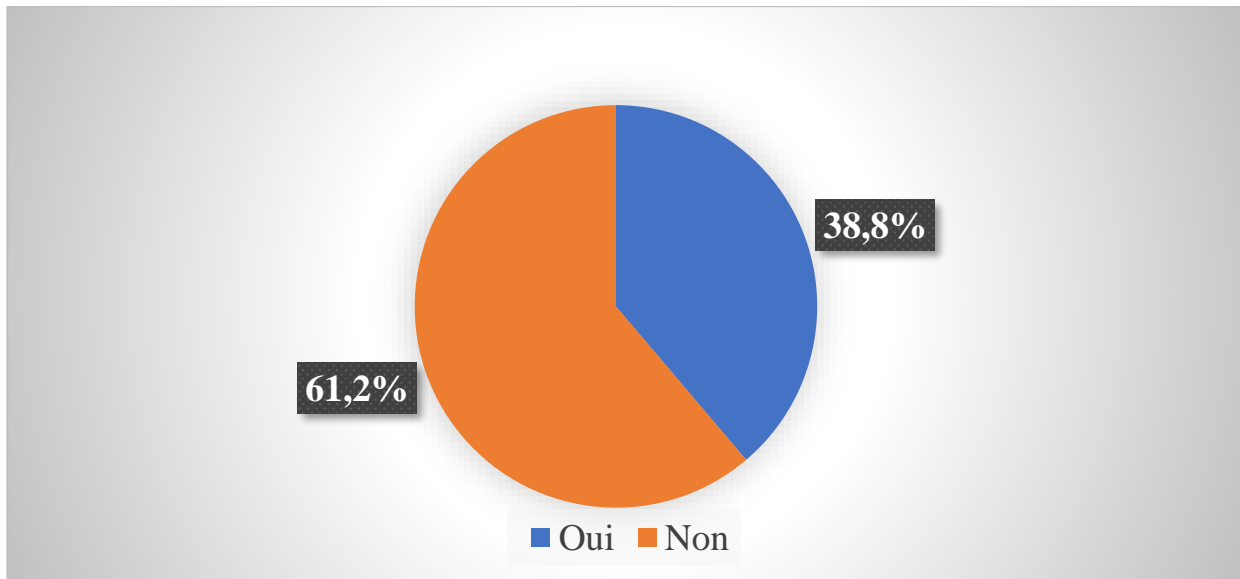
Répartition des patients selon la réalisation de la radiographie thoracique de face
